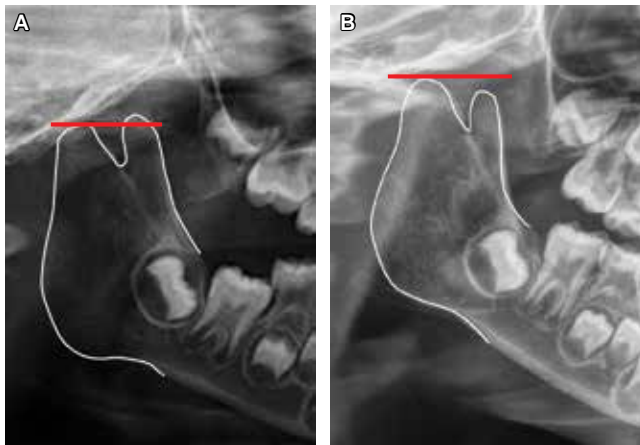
A y B) Acercamiento del cóndilo y rama derecha en la radiografía panorámica. Obsérvese los cambios y la diferencia en altura del cóndilo con respecto a la apófisis coronoides. Ortopantomografía tomada a los ocho meses de tratamiento (B).
